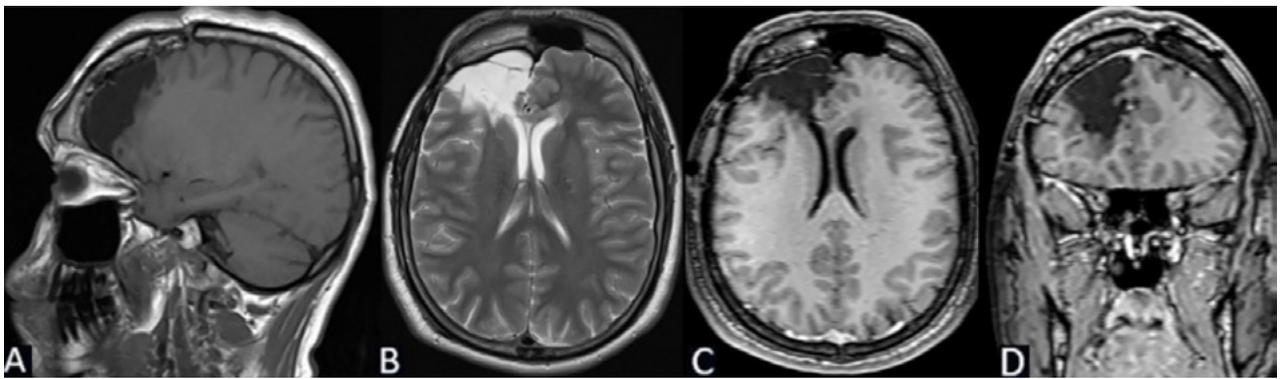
Caso 1: RM de cerebro postquirúrgica. A) Secuencia T1, corte sagital. B) Secuencia T2, corte axial. C) Secuencia T1 con contraste, corte axial. D) Secuencia T1 con contraste, corte coronal.
